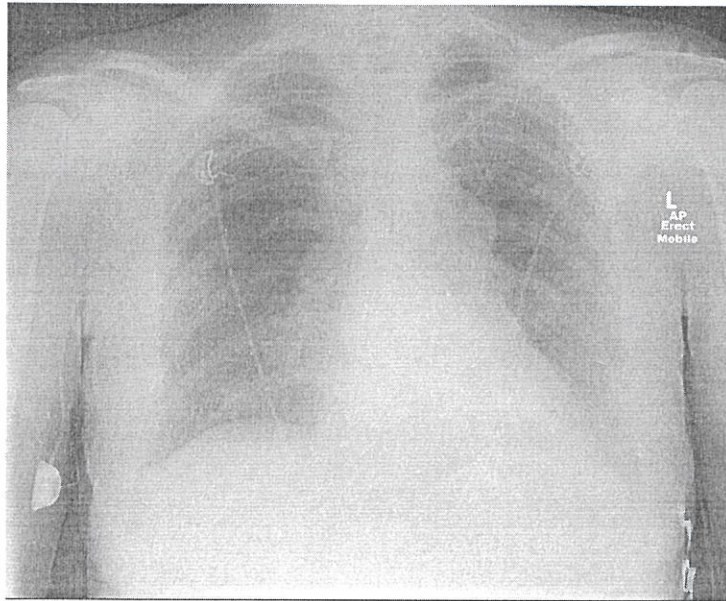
На рентгенограмме представлено аорто-пульмональное окно с потерей нормального контура. [Источник: Case courtesy of Dr Henry Knipe, Radiopaedia.org, rID: 29405].
